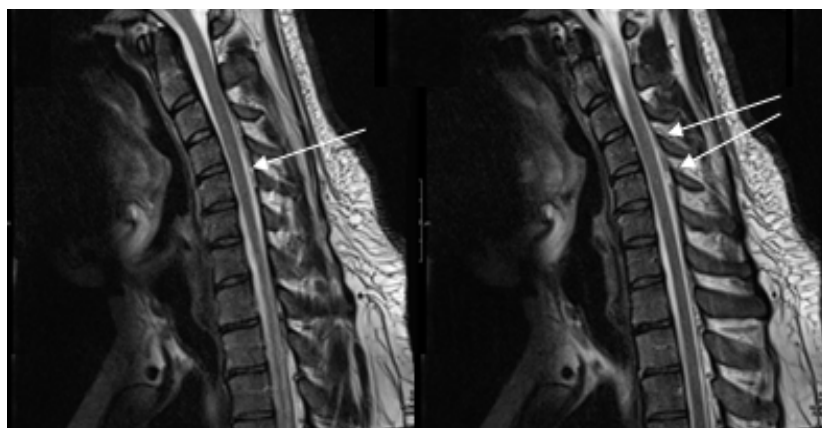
МРТ шейного отдела позвоночника, сагиттальные Т2 ВИ изображения, положение сгибания
